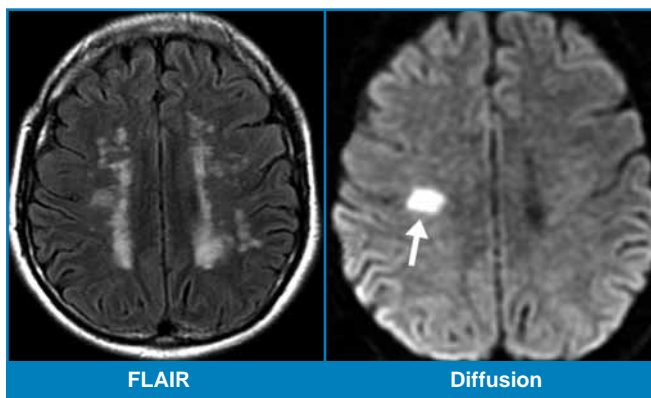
Infarctus cérébral profond récent. IRM effectuée 24 heures après la survenue brutale d'un déficit de l'hémicorps gauche. Multiples anomalies de signal de la substance blanche périventriculaire en séquence FLAIR (T2 avec suppression du signal du liquide cérébro-spinal), sans distinction des lésions anciennes ou récentes. Seule une lésion, en hypersignal sur l'imagerie de diffusion (flèche), correspond à une ischémie récente et permet d'expliquer la symptomatologie clinique.
